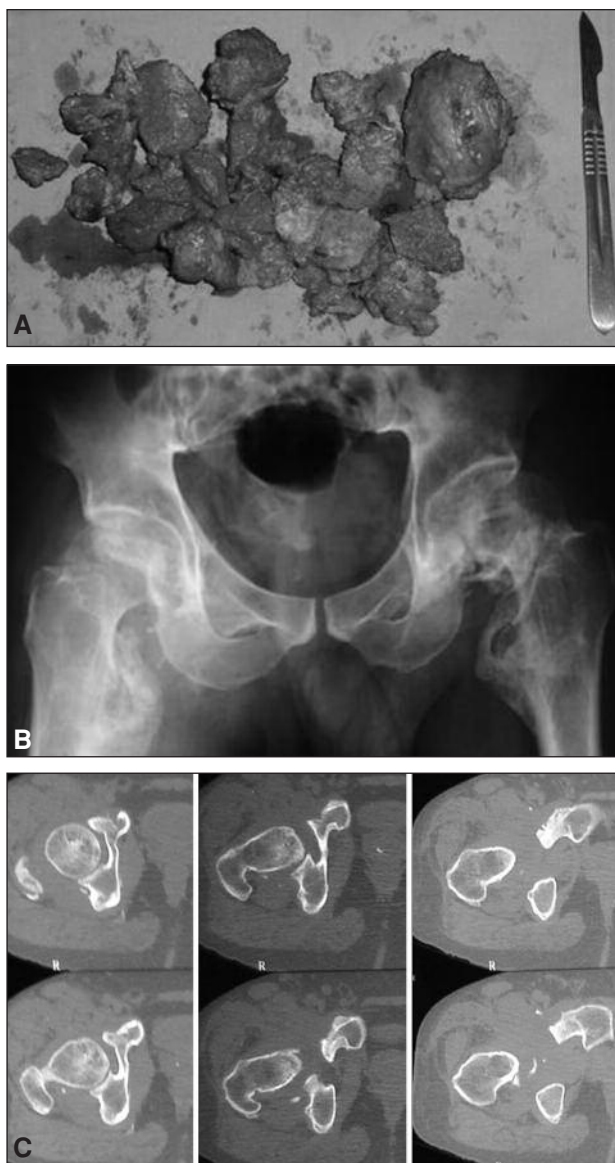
A. Osificaciones resecadas en la primera intervención quirúrgica en la cadera izquierda por vía anterior. B. Radiografía posoperatoria.
